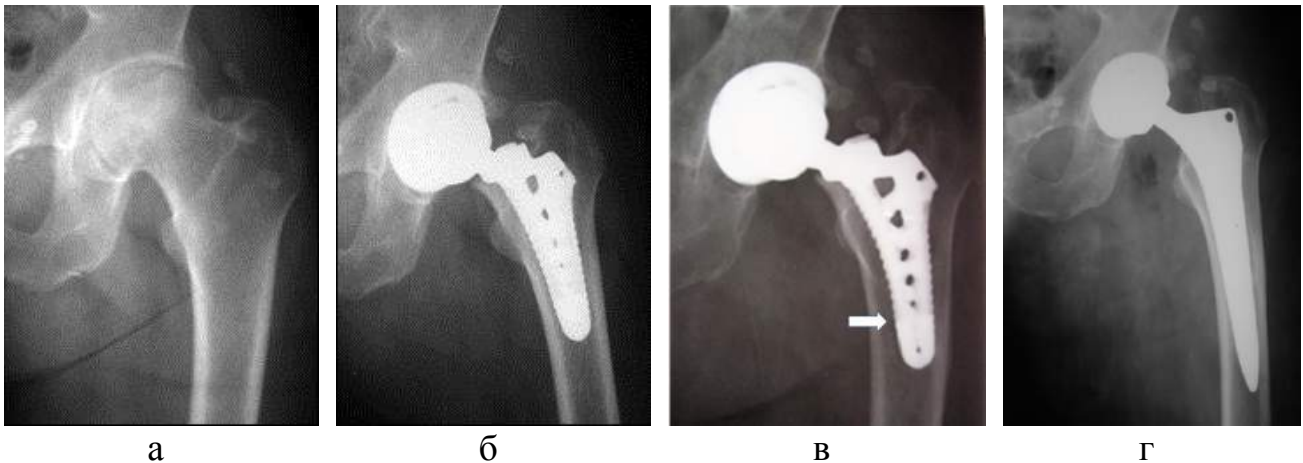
Рентгенограми лівого кульшового суглоба хворої М., 58 років, АНГСК II-III стадії, деформівний коксартроз II стадії: а) до та б) після операції; в) через рік після операції, явища асептичної нестабільності ніжки (показано стрілкою); г) після операції заміни ніжки ендопротеза безцементною системою.
